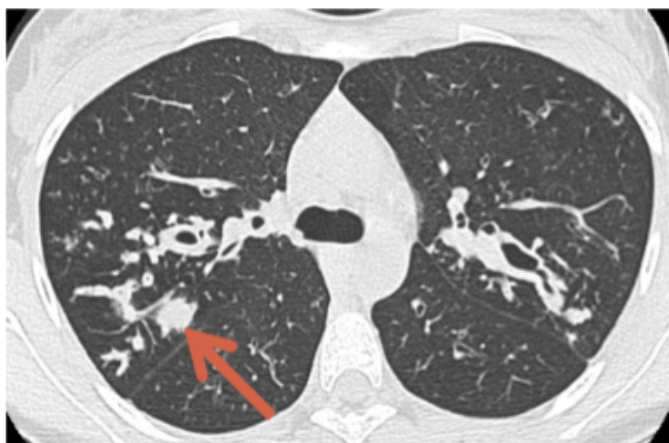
TDM thoracique en coupe axiale : *Impactions mucoïdes et bronchocèles*
